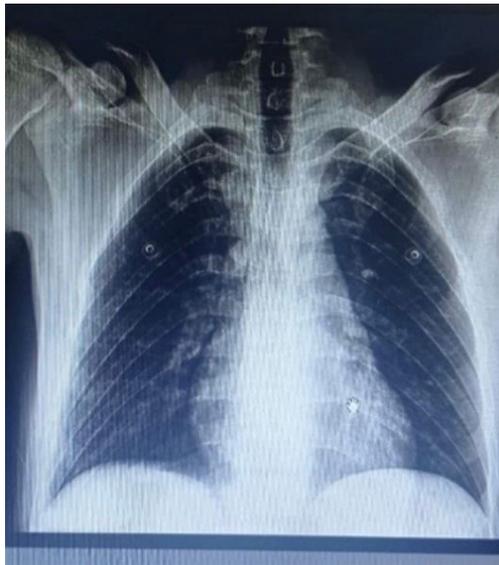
Radiografía de Tórax. Hospital San Vicente de Paúl, noviembre 2022
